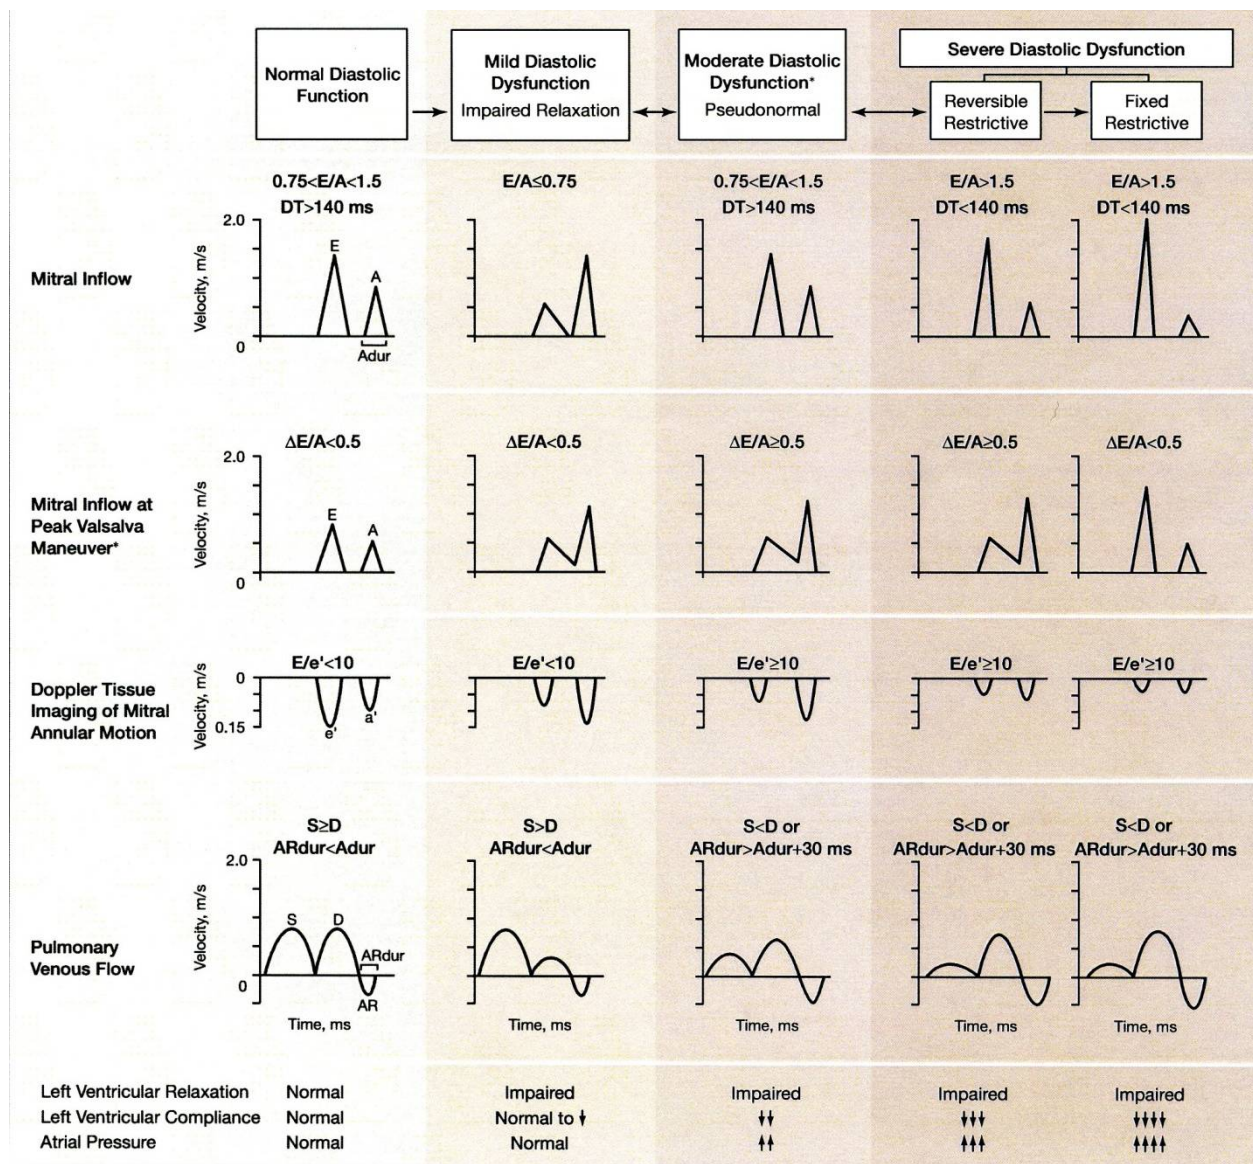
Echocardiographic parameters of DD. Extracted from [19].
